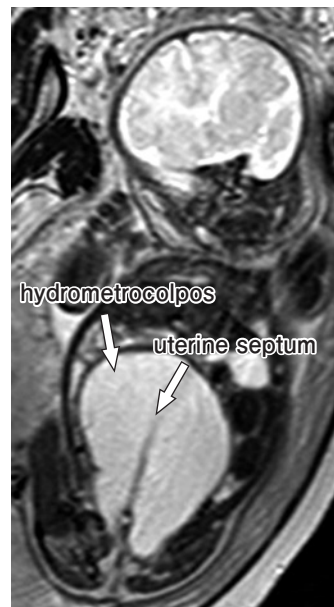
Fetal MRI image of hydrometrocolpos in cloacal malformation
